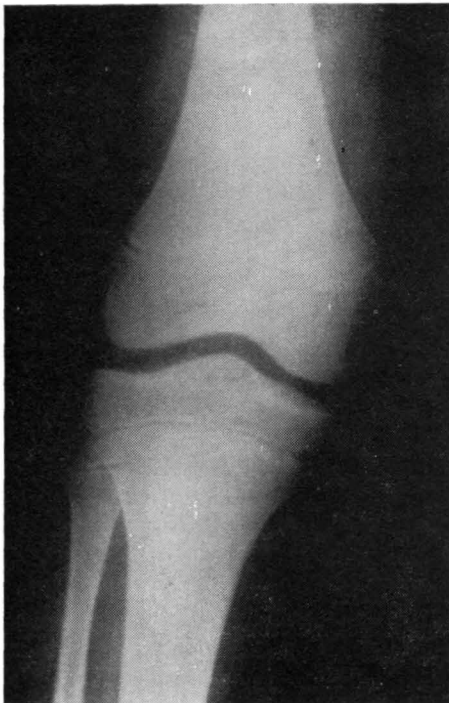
(A y B). — Caso 3. Radiografías iniciales. Fractura tipo IV de ZARICZNYJ.
